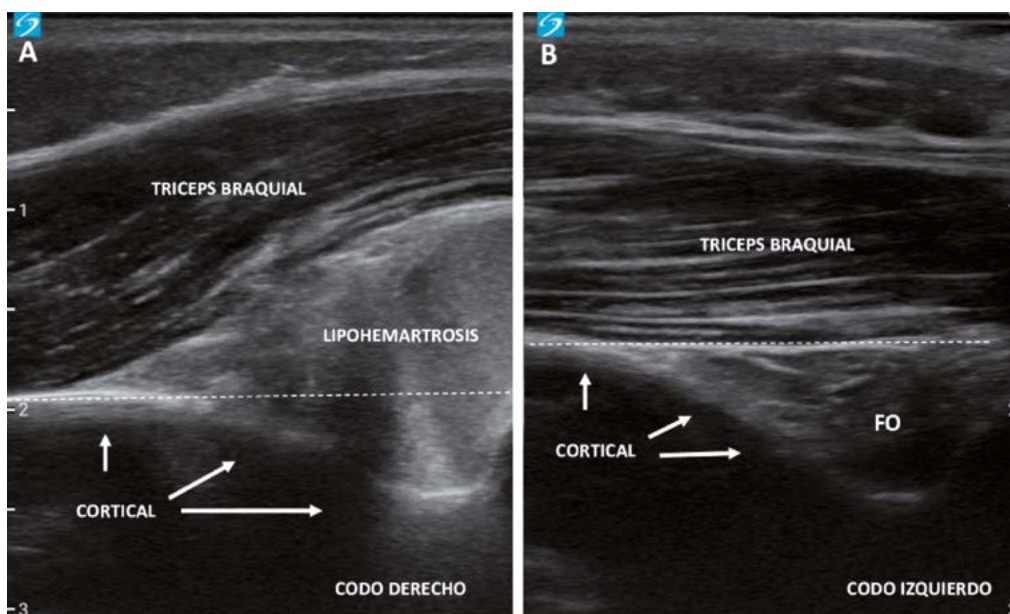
Ecografía de codo enfocada en la fosa olecraniana (FO) en plano longitudinal. Normal (B). Elevación de almohadilla grasa posterior con lipohemartrosis (A).
